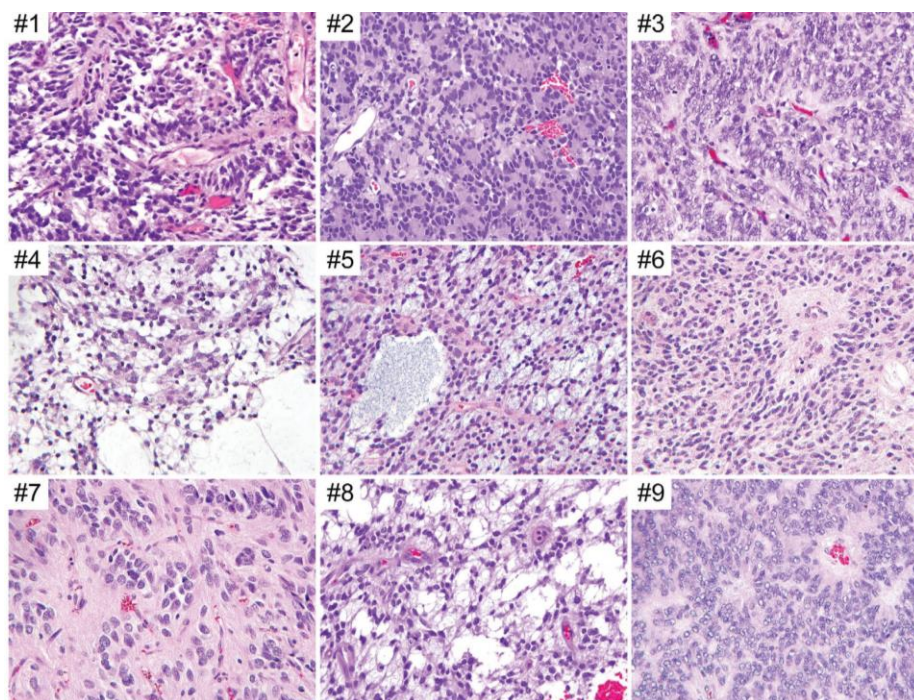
Características histopatológicas de 9 casos diagnosticados como HGNET-BCOR. Tomado de Ferris *et al.* High-grade neuroepithelial tumor with BCOR exon 15 internal tandem duplication-a comprehensive clinical, radiographic, pathologic, and genomic analysis. 2020.
